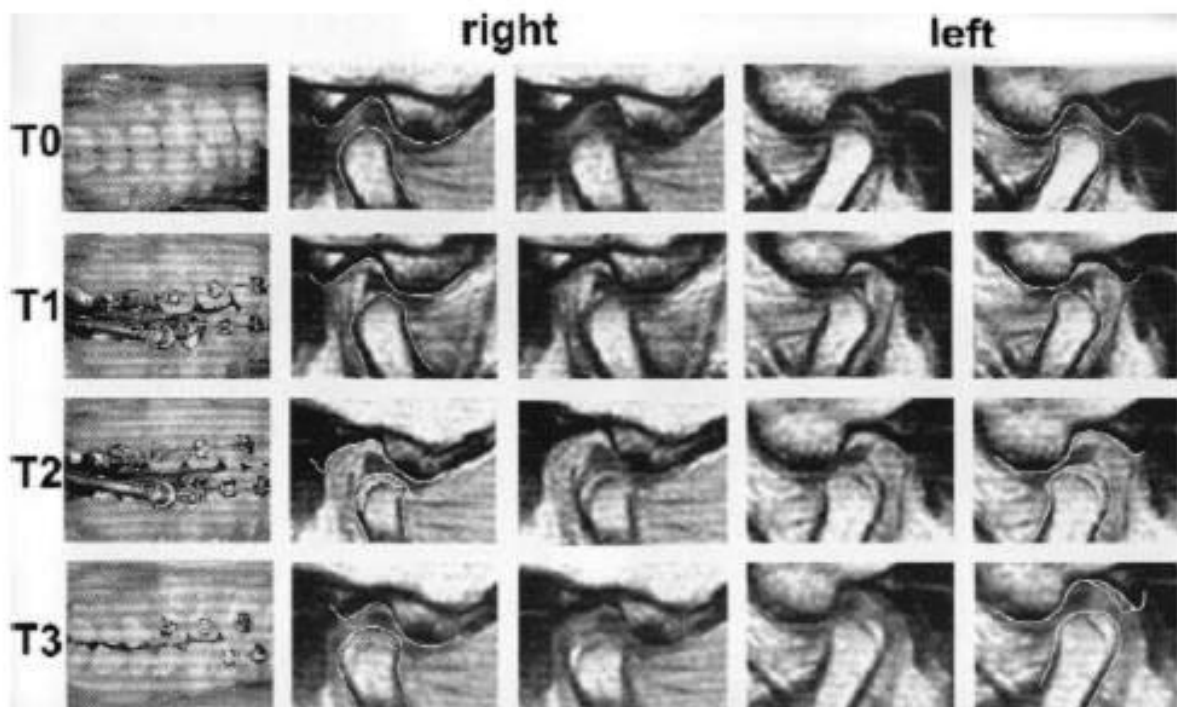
Fotografias intra-buciais e imagens de ressonância magnética de um dos casos analisado por Ruf e Pancherz (1999a): garota adulta jovem com 16 anos e 1 mês antes do tratamento com Herbst, encontrando-se no estágio de maturidade esquelética R-IJ. São mostradas as ATMs direita e esquerda em diferentes estágios de tratamento: antes do tratamento (T0), no início do tratamento (T1), com 12 semanas de tratamento (T2) e após o tratamento (T3). O contorno do côndilo, da fossa glenoide e de áreas de aposição são marcados com traçados.
